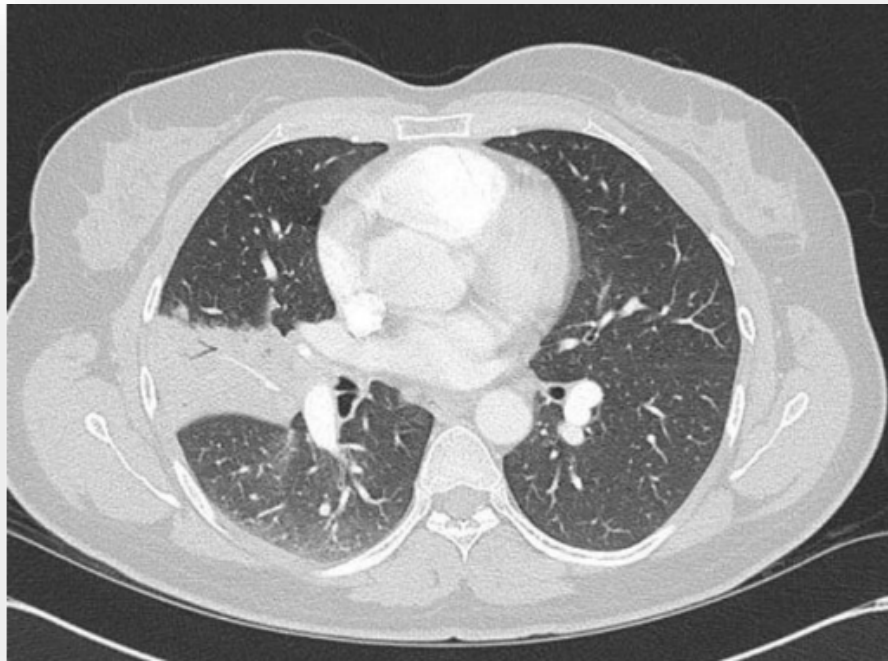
Tomografía computarizada de tórax que demuestra engrosamiento pleural de la mitad inferior de la fisura media derecha con atelectasia subsegmentaria adyacente del segmento lateral del lóbulo medio derecho con algunas zonas de broncograma aéreo y bronquiectasias.
